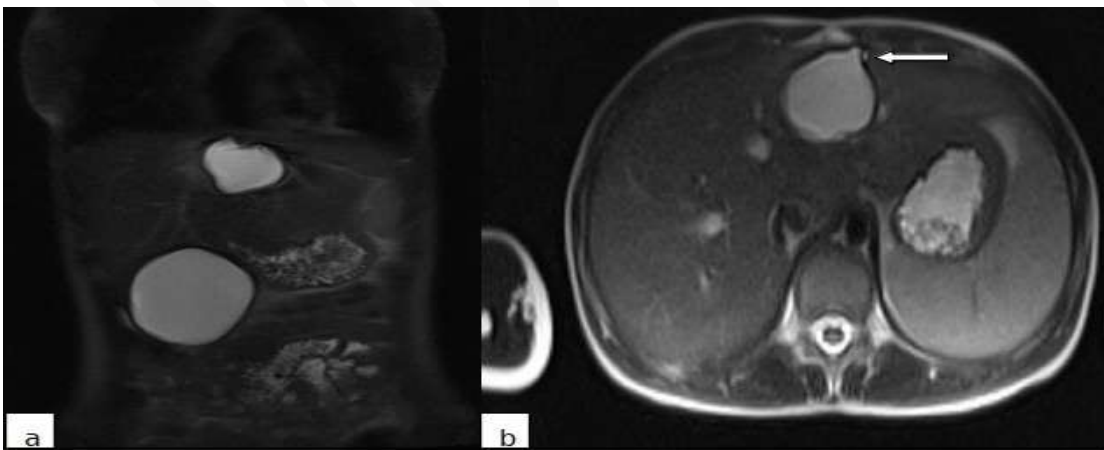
T2 Axial-Coronal MR images; Lilly sign finding and ruptured in the left lobe of the liver is a case of hydatid cyst (arrow).
